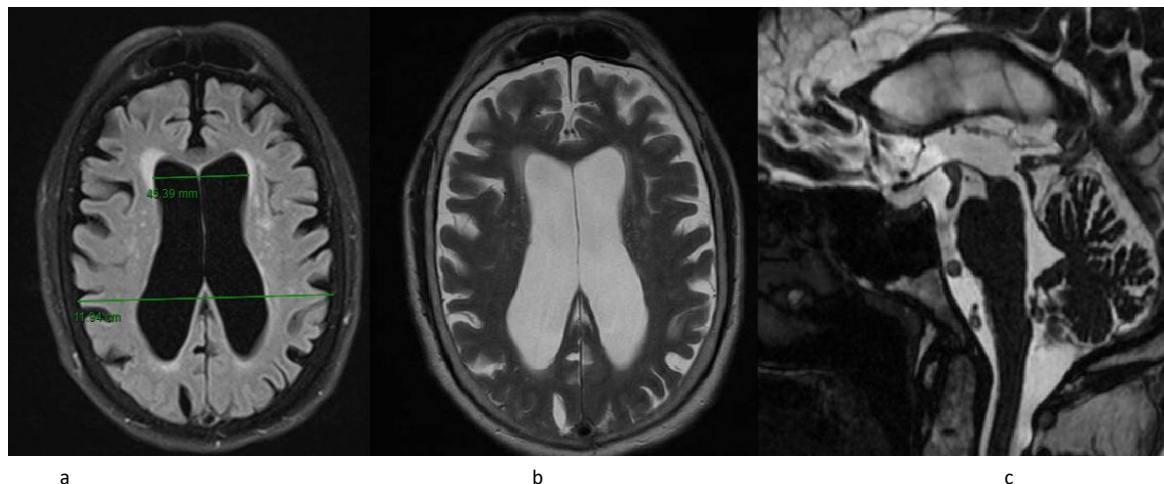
a: se observa un corte axial FLAIR con medición del Índice de Evans, b: corte axial T2 con signos de involución parenquimatosa y c: sagital T2 3D que muestra permeabilidad del acueducto de Silvio.
